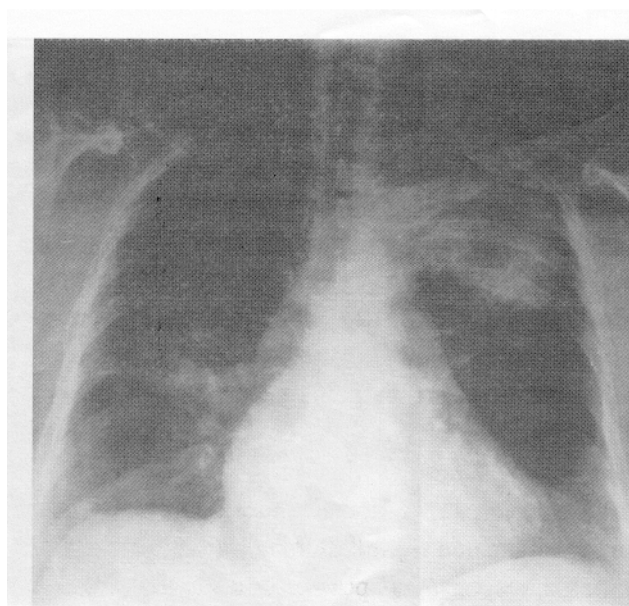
Radiografia do tórax PA: opacidade nodular no LSE e lesão de menores dimensões no LSD
